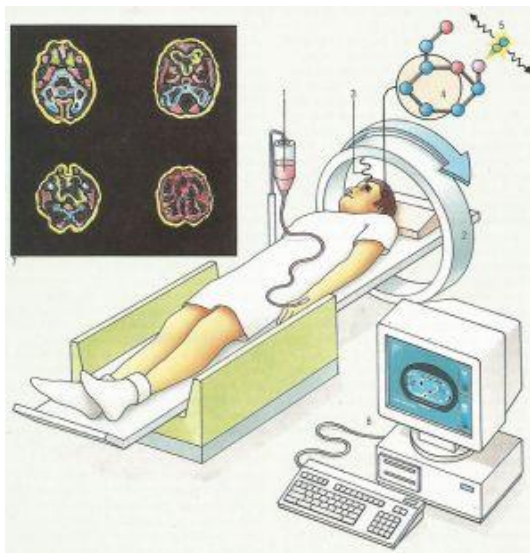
Позитронно-емісійна томографія
